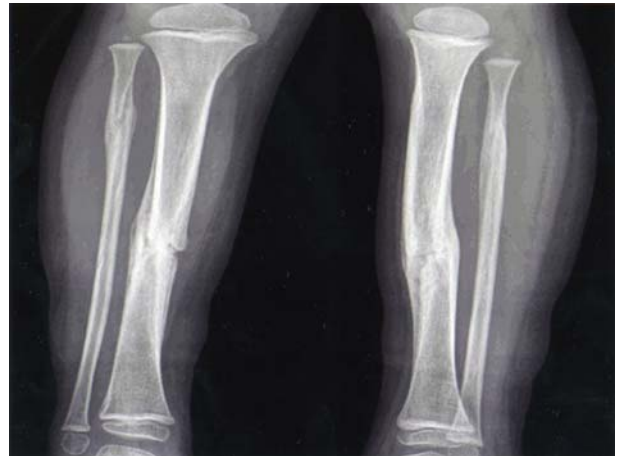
Radiograph 2 months after operation shows a good alignment and callus formation.
